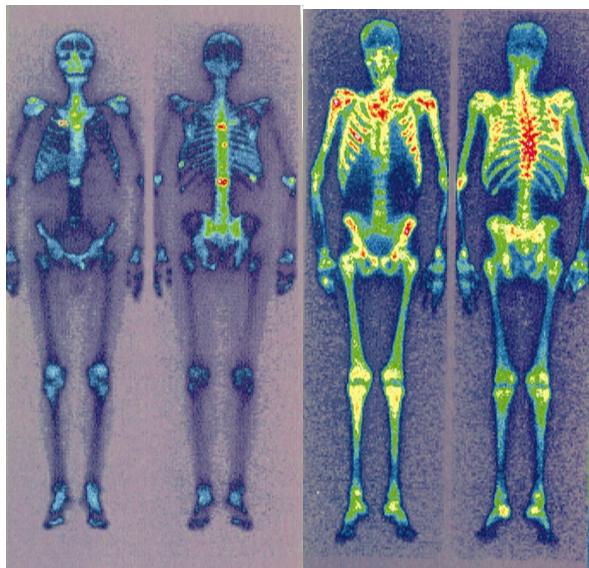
Сцинтиграммы больных раком предстательной железы с метастазами в кости после введения самария-оксабифора, ^{153}Sm с различными вариантами накопления препарата. Слева – локализованное накопление самария-оксабифора, ^{153}Sm в метастазах при очаговом поражении (вид спереди и вид сзади). Справа – диффузное накопление ("super scan") при разлитом поражении костей (вид спереди и вид сзади)
